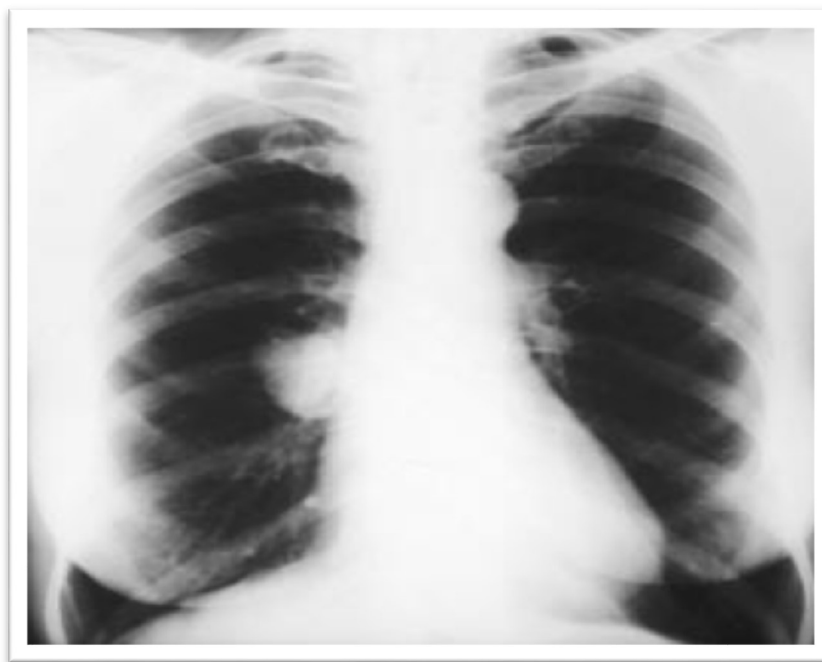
Radiographie thoracique : Opacité hilare droite de petite taille [8]
